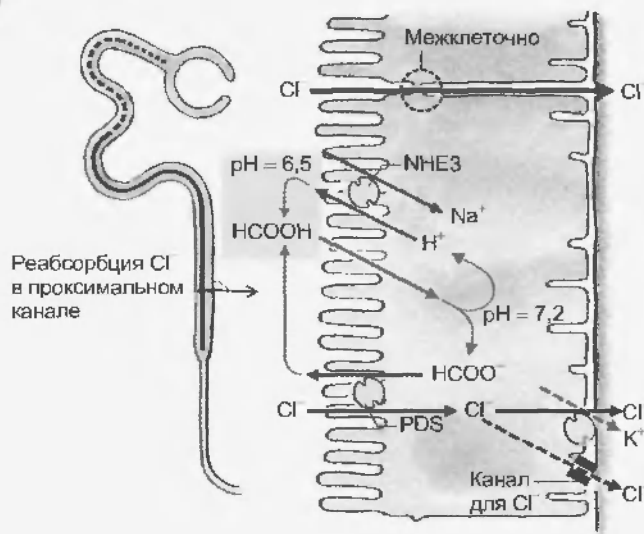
Реабсорбция  $\text{Cl}^-$  в проксимальном канальце. Ион  $\text{Cl}^-$  реабсорбируется преимущественно межклеточно (см. рис. 94.4), однако реабсорбция может происходить и через клетку. В люминальной мембране доказано наличие переносчика (пендрин (PDS)), который обменивает  $\text{Cl}^-$  в том числе на анион формиата ( $\text{HCOO}^-$ ); кроме того, клеточная мембрана проницаема (неионная диффузия) для муравьиной кислоты ( $\text{HCOOH}$ ). При посредничестве переносчика NHE3 (антипорт  $\text{Na}^+/\text{H}^+$ ), активность которого способствует циркуляции формиат-иона ( $\text{HCOO}^-$ ) через люминальную мембрану,  $\text{Cl}^-$  накапливается в клетке результате вторично активного транспорта. Для этого, правда, среда в просвете канальца должна быть более кислой чем в клетке, чтобы выделяемый формиат-ион ( $\text{HCOO}^-$ ) мог титроваться до муравьиной кислоты  $\text{HCOOH}$ . Лишь после того, как на первом участке профильтровавшийся бикарбонат оказывается реабсорбирован, значение pH снижается в дистальных отделах проксимального канальца до 6,4—6,5, поэтому опосредованный формиатом перенос  $\text{Cl}^-$ , количественное значение которого еще неясно, происходит лишь в этом отделе проксимального канальца. Через базолатеральную мембрану  $\text{Cl}^-$  выходит из клетки в интерстициум через  $\text{Cl}^-$ -каналы и с помощью  $\text{K}^+/\text{Cl}^-$ -переносчика (симпорт)
